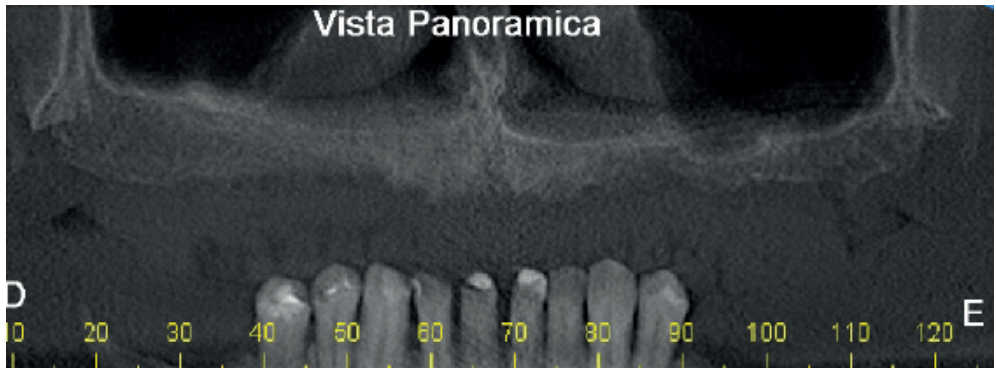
Tomografia Computadorizada inicial onde observa-se baixa densidade óssea maxilar.
